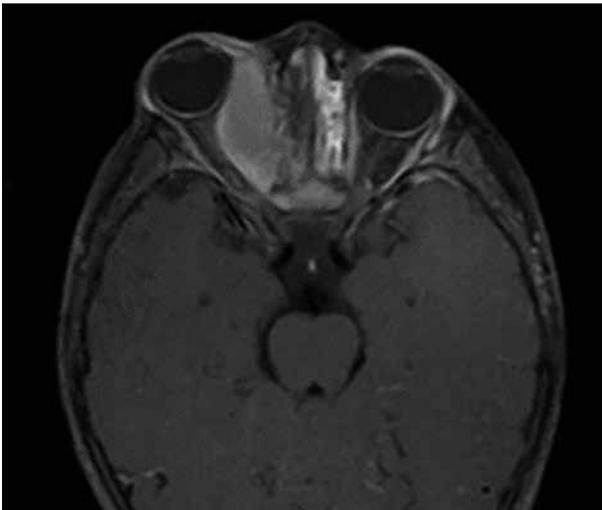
A) RMN FAT SAT T1 de paciente de 3 años de edad con sarcoma de Ewing en órbita derecha. B) Imagen externa del paciente luego de quimioterapia sistémica.
